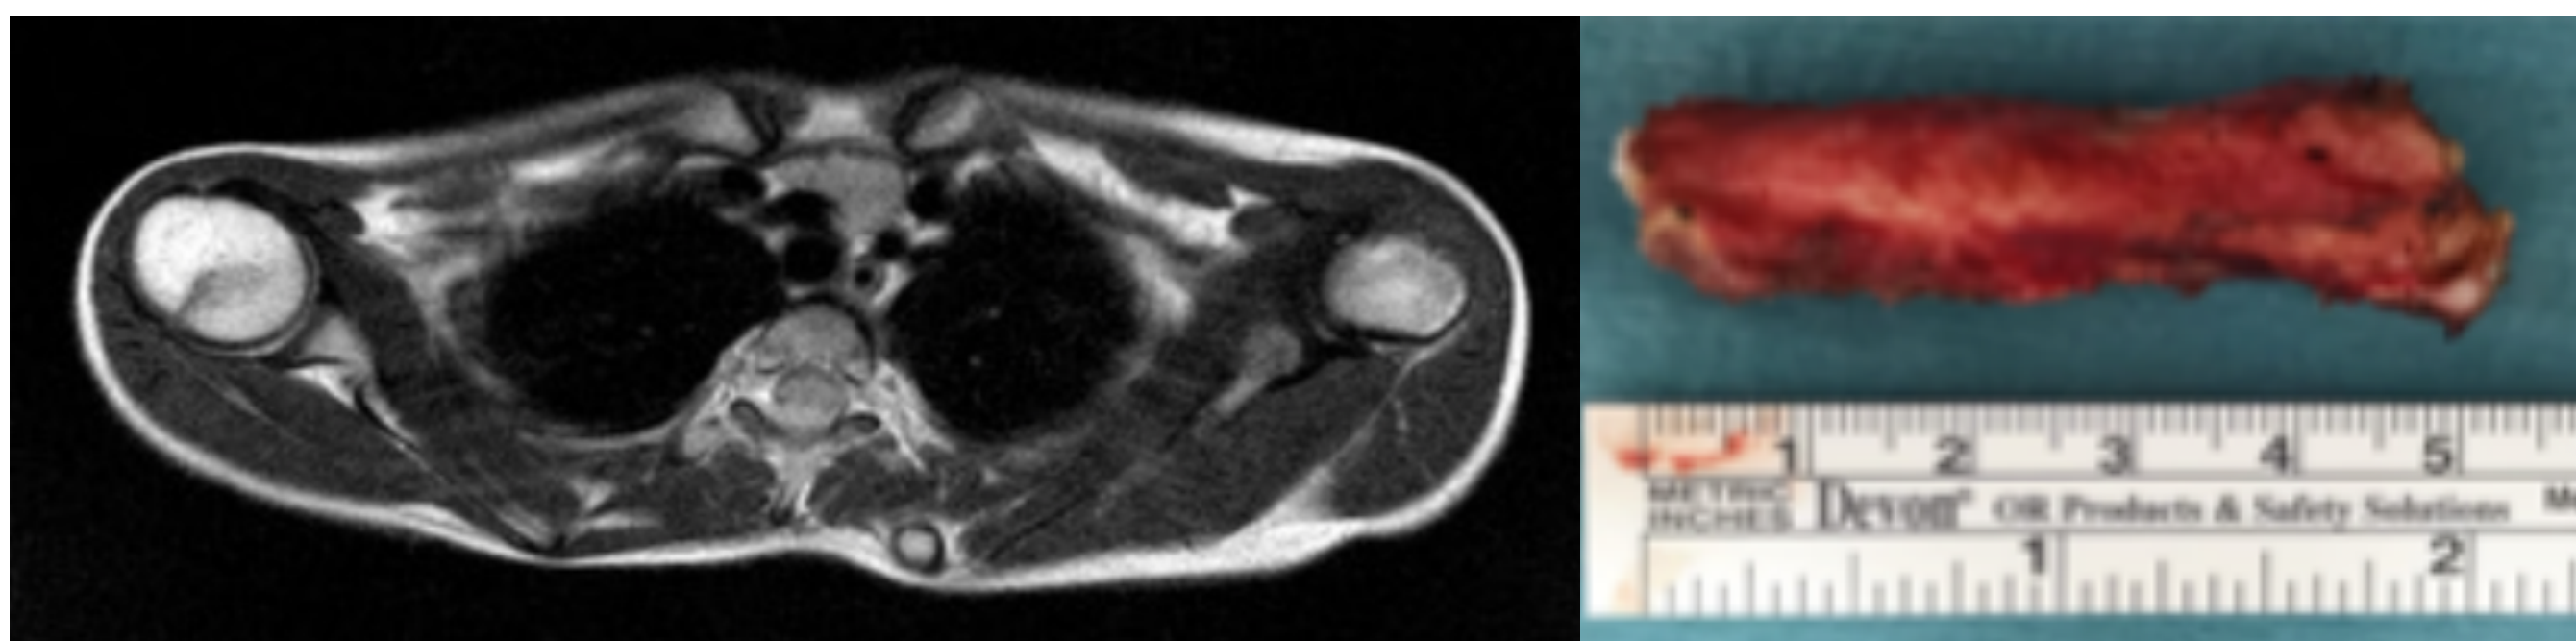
Corte axial T1 RMN visualizando hueso omovertebral y pieza quirúrgica
